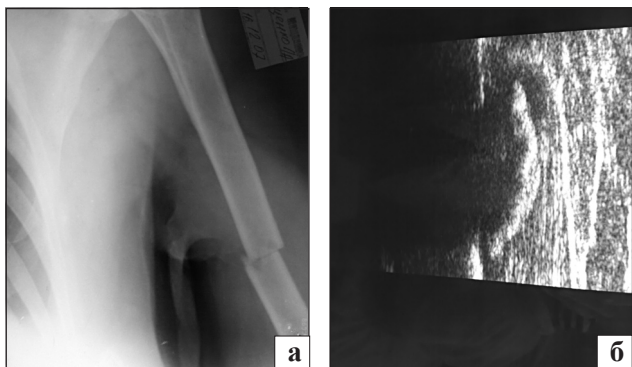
Фотоотпечатки рентгенограмм и ультразвунограммы б-ной Н., 68 лет, получившей закрытый перелом плечевой кости и лечившейся консервативно: а — рентгенограмма, выполненная в день травмы; б — ультразвунограмма зоны перелома (наружная поверхность), выполненная на 8-е сутки после травмы. Определяется дугообразной формы экзогенно плотная ткань, свидетельствующая об организации фибрина в этой зоне. Определяется периостальный костный регенерат, повторяющий форму расположения фибрина на ультразвунограмме
